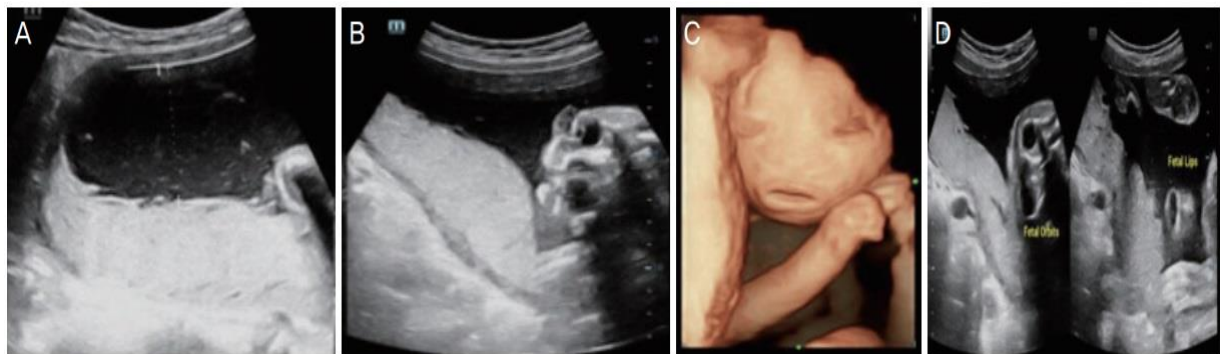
Aspect échographique en 3D et 4D à 28 semaines
